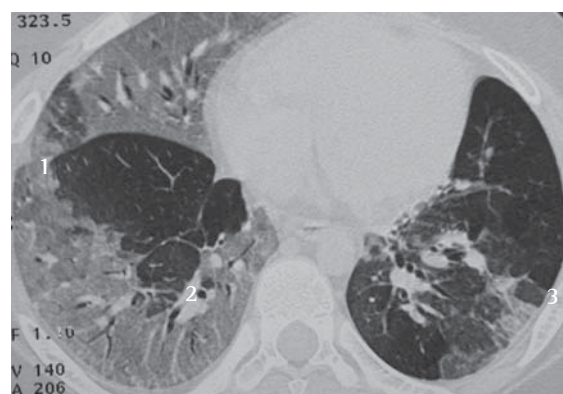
Tomografia torácica apresenta áreas difusas de alçapamento aéreo (1), áreas de opacidade com sinais de "vidro esmerilhado", e atelectasias cilíndricas (2) no lobo superior esquerdo e segmento superior do lobo inferior esquerdo. Observa-se um padrão de mosaico (3) (áreas de hiper e hipopatuência pulmonar), compatível com quadro de bronquiolite obliterante pós-viral
